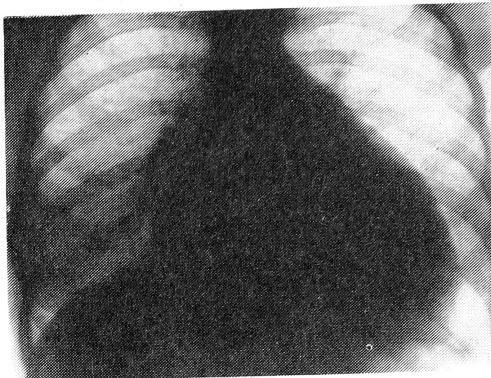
Рентгенограмма. Описание в тексте.
